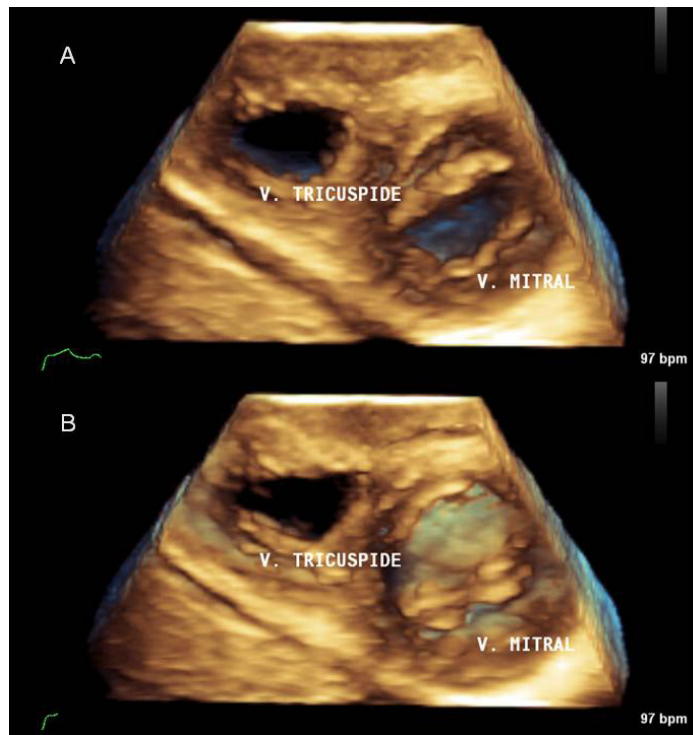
Ecocardiograma transtorácico tridimensional en tiempo real. A: Visualización de las válvulas atrioventriculares en su cara ventricular, durante la diástole, demostrando las válvulas abiertas; B: El mismo plano de visualización durante la sístole, demostrando la válvula mitral cerrada y la válvula tricúspide fija.
